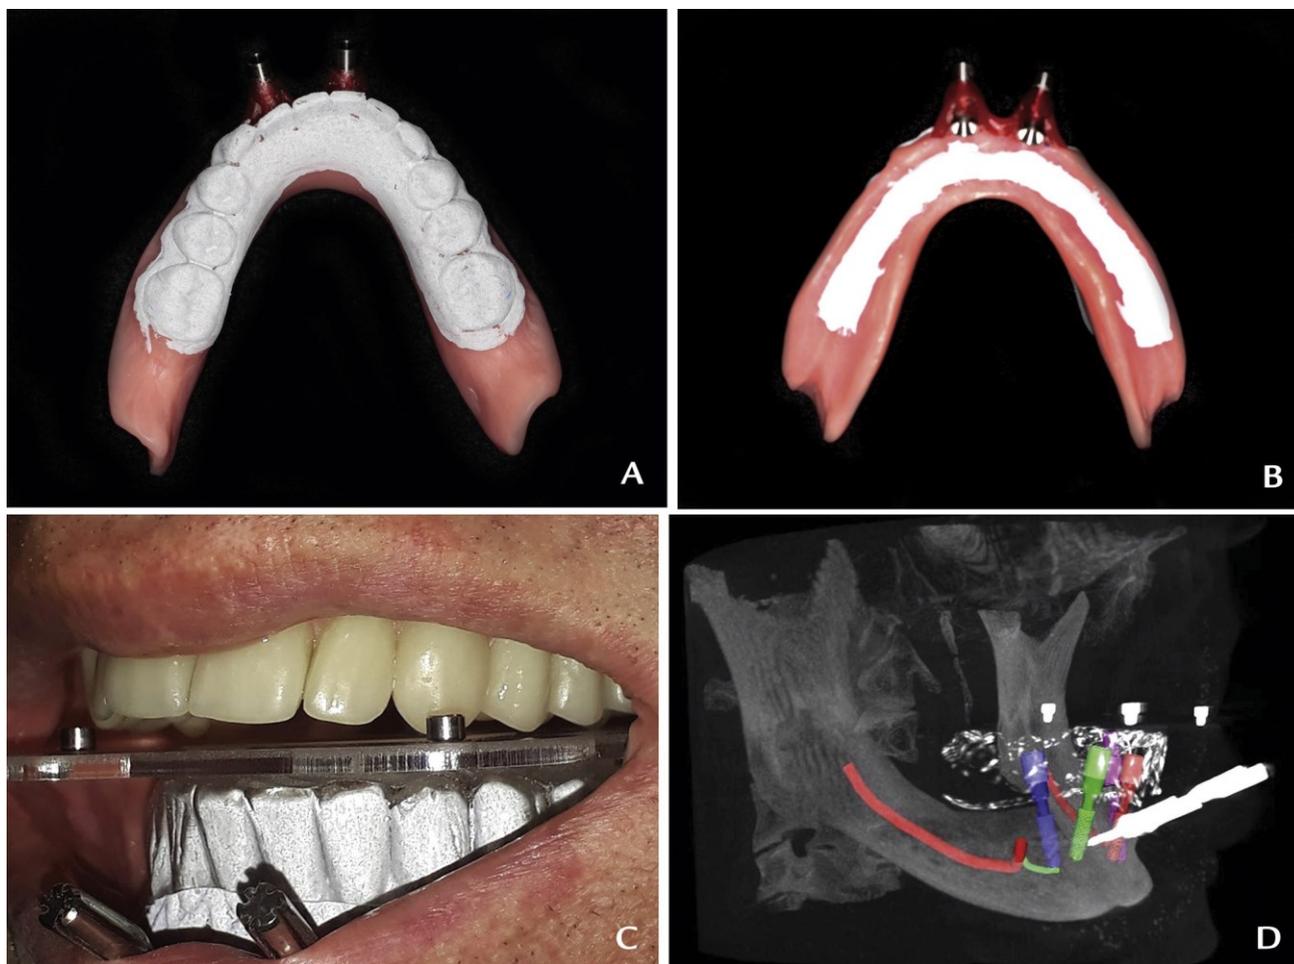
A, Radiopaque solution applied on artificial teeth. B, Radiopaque solution applied on intaglio surface of prosthesis. C, Intraoral view of CT guide. D, Reconstructed CT images with implant planning. CT, computed tomography.
